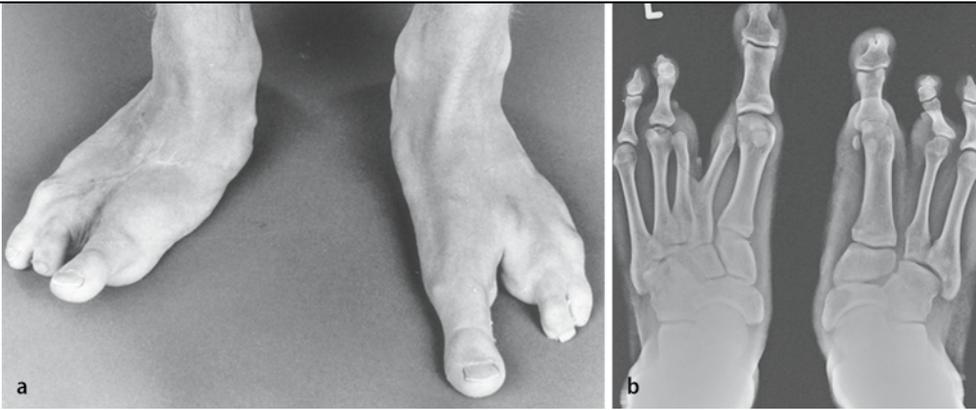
▲ Röntgenbilder und klinische Bilder bei einem 16-jährigen Jungen mit Spaltfüßen, links Typ II, rechts Typ IV
